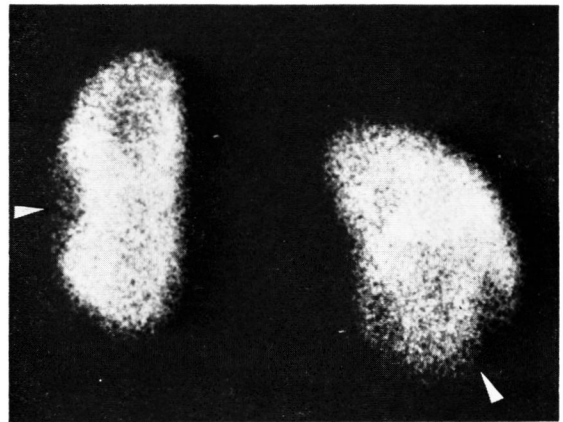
Renal scintigram reveals cold areas.
